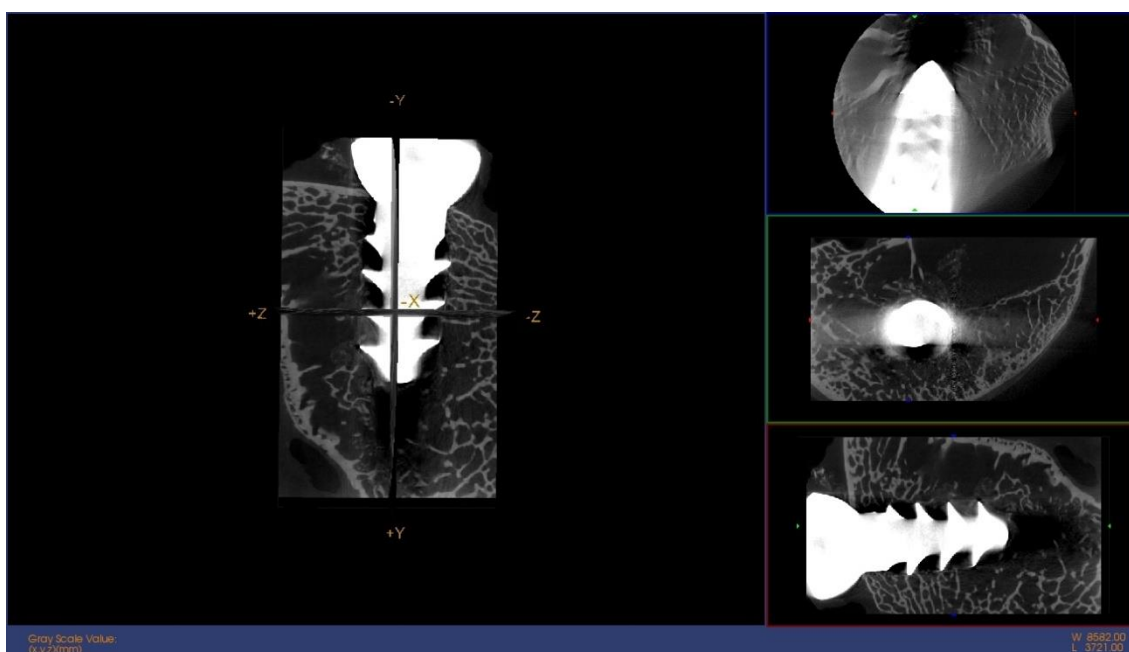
Imagen micro CT e imagen reconstrucción 3D. OHAp-Fn 24
